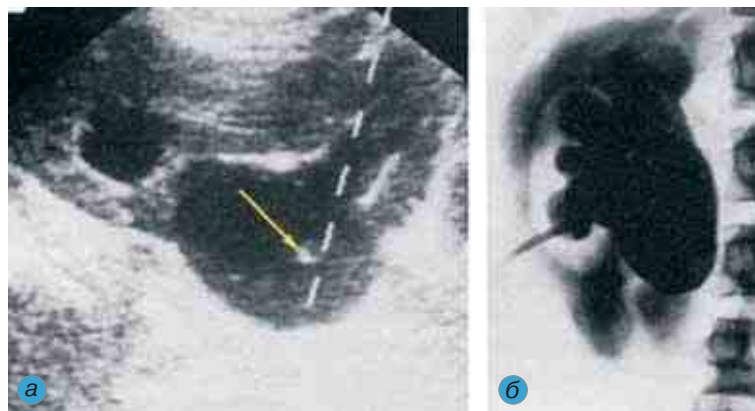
ЧПНС: а — сканограмма, стрелкой обозначен кончик пункционной иглы; б — рентгенограмма
